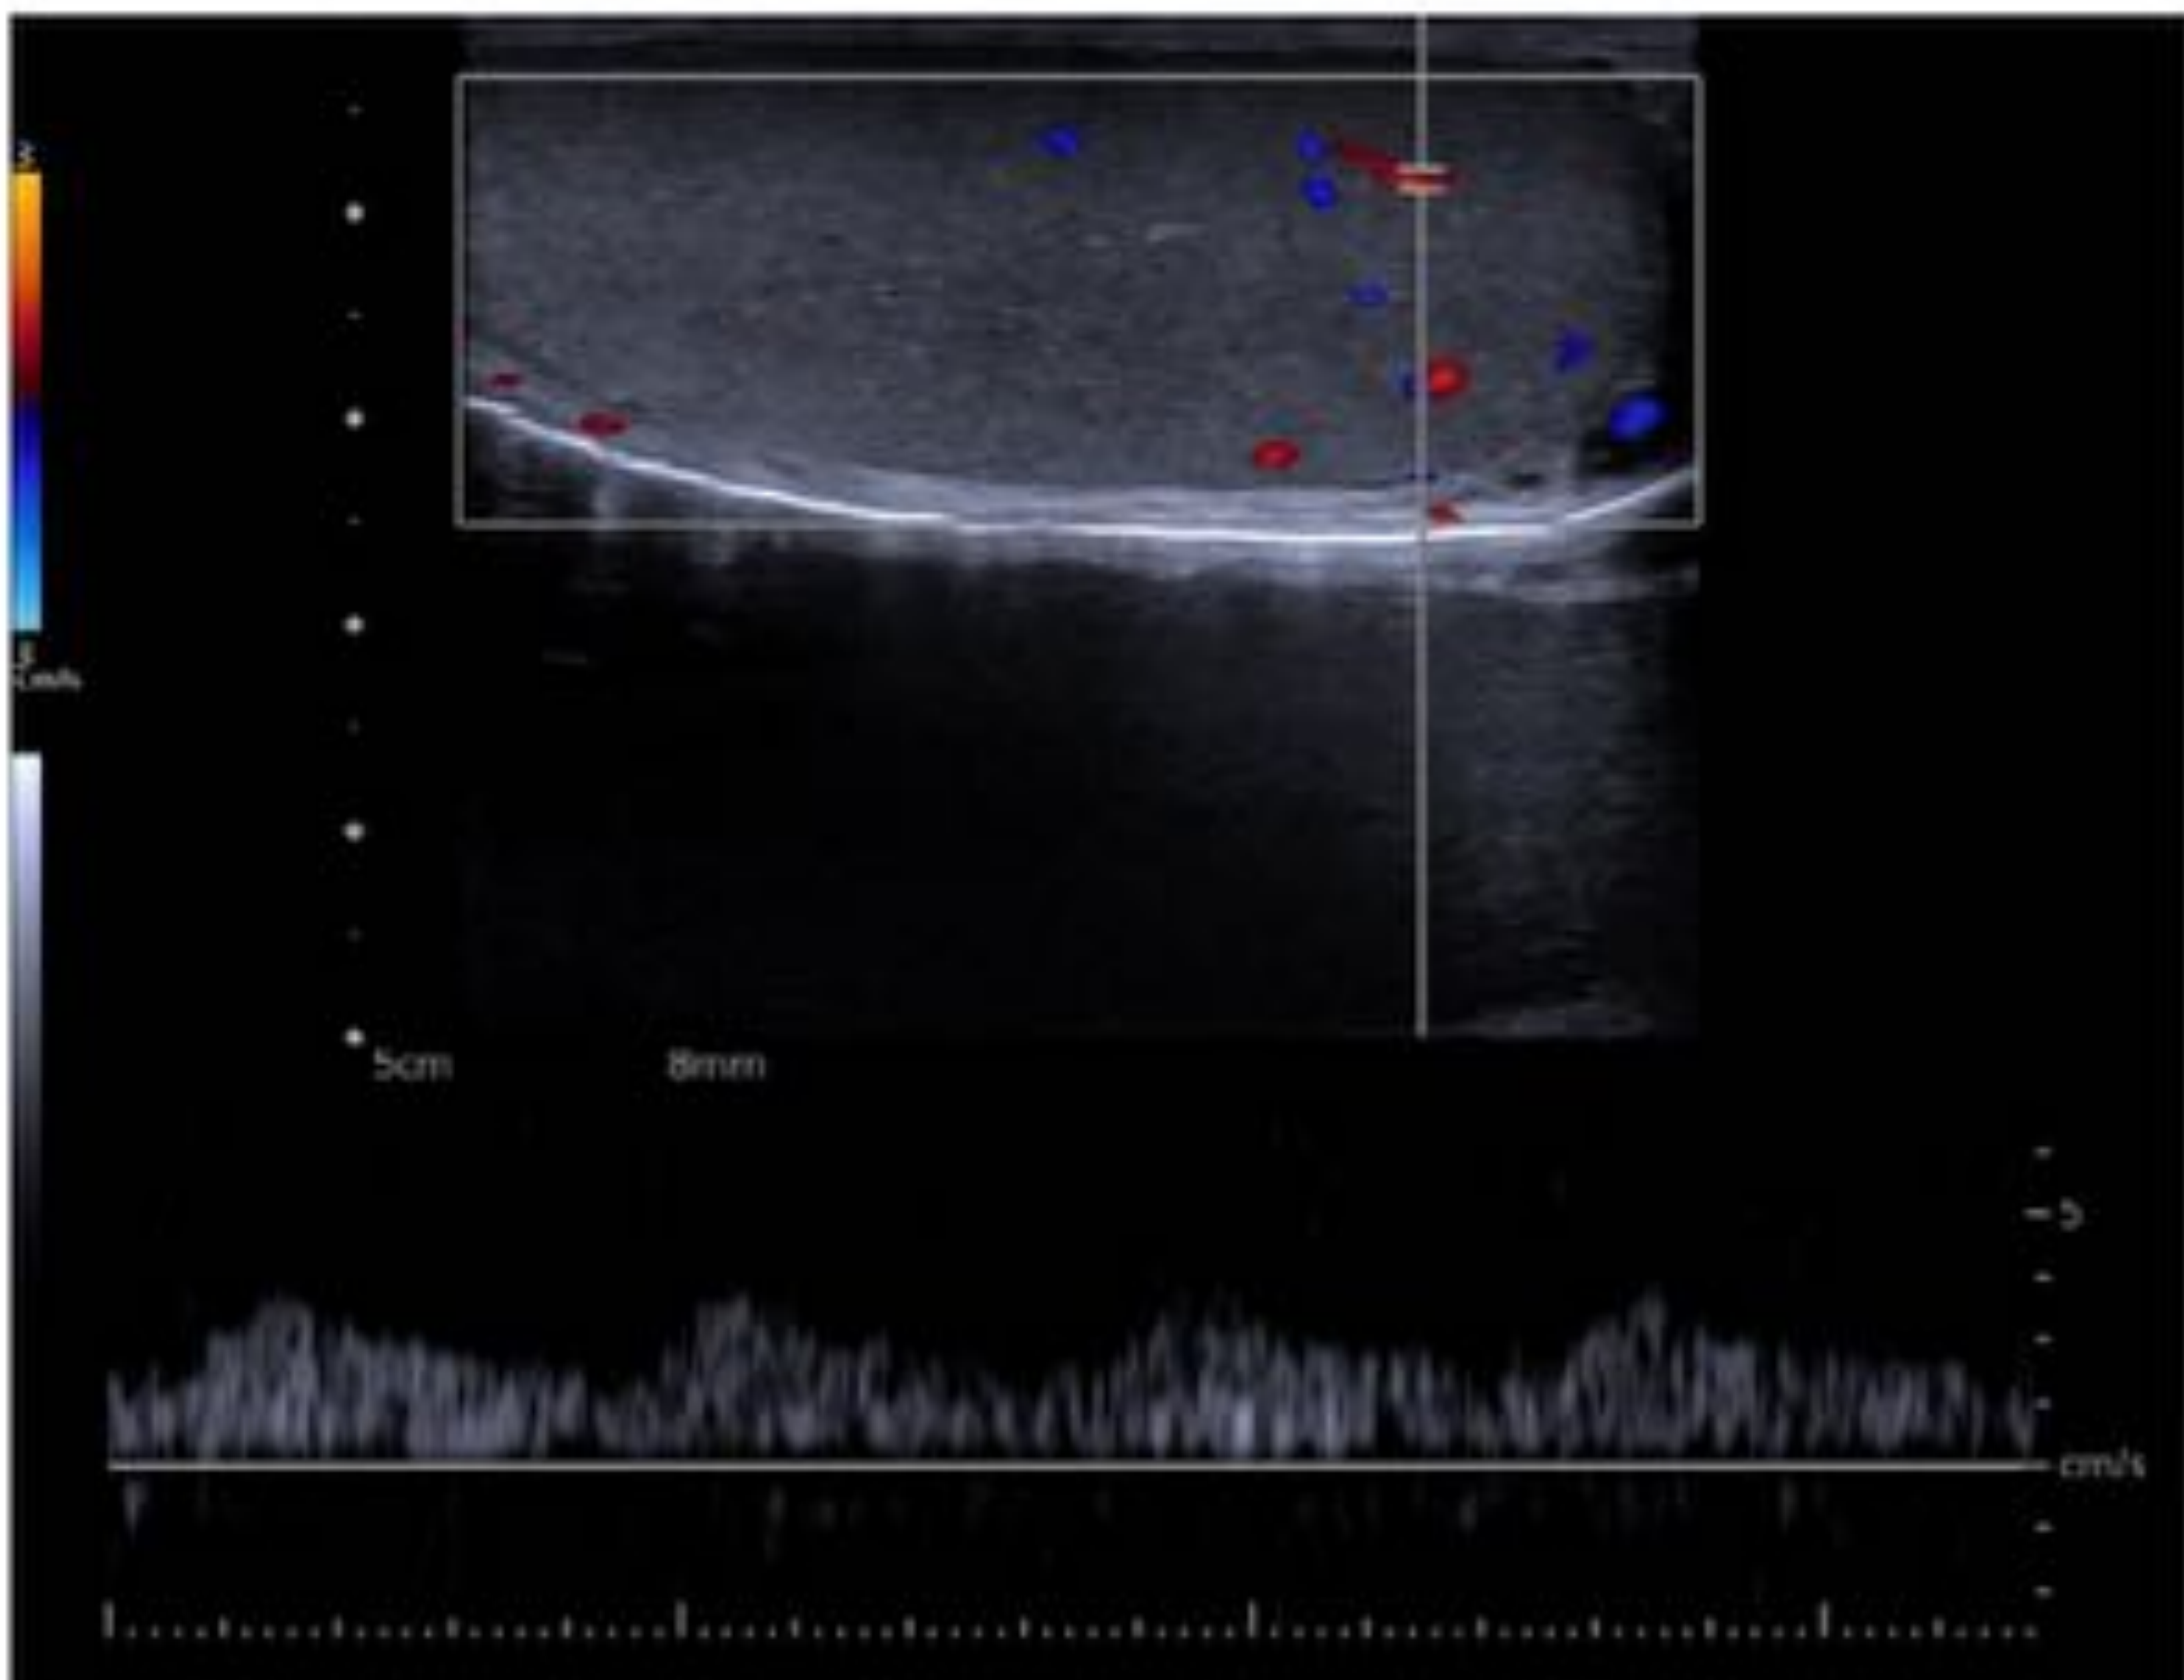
Ecografía Doppler color de la vascularización intratesticular (de las arterias centrípetas y recurrentes acercándose y alejándose del mediastino), con curva de flujo de baja resistencia en una arteria intratesticular.
